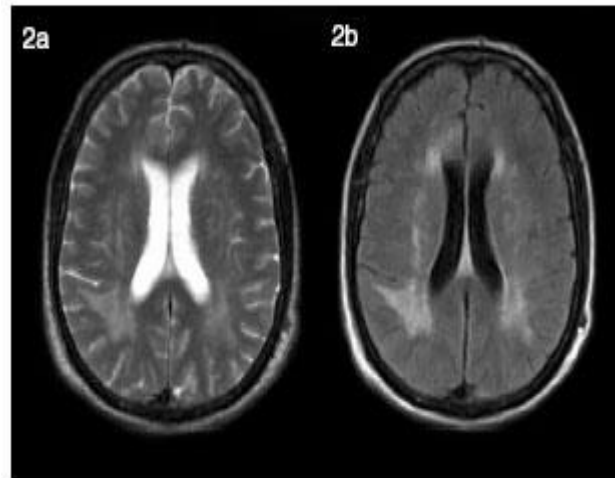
Secuencias T2 spin-eco (a) y T2 FLAIR (b) muestran lesión hiperintensa que compromete la sustancia blanca parietal derecha, asimétrica, asociada a un discreto efecto de masa y sin realce con el uso de gadolinio (no mostrado). Dg: Leucoencefalopatía multifocal progresiva.
